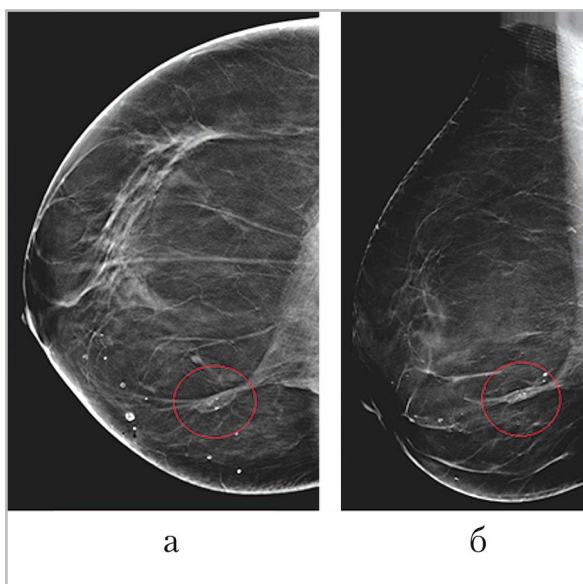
Томограммы правой молочной железы: *а* — краниокаудальная проекция; *б* — медиолатеральная проекция. Визуализируется узловое образование с включением пристеночных кальцинатов, поддающихся счету, в нижневнутреннем квадранте правой молочной железы категории BI-RADS 3 (обведено кругом)
